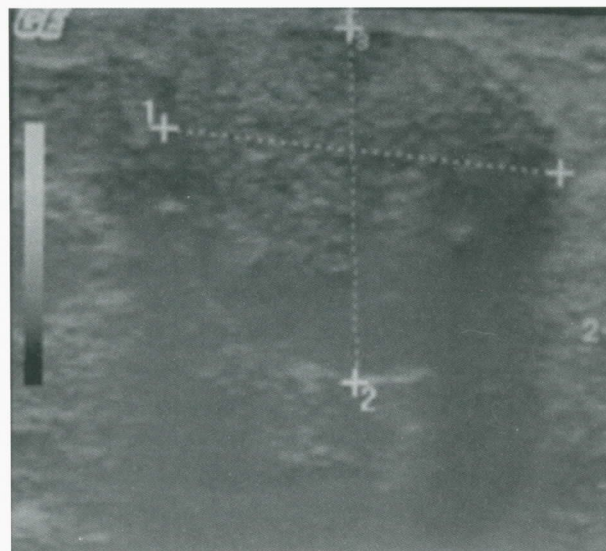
Ultra-sonografia: nódulo de limites definidos.
